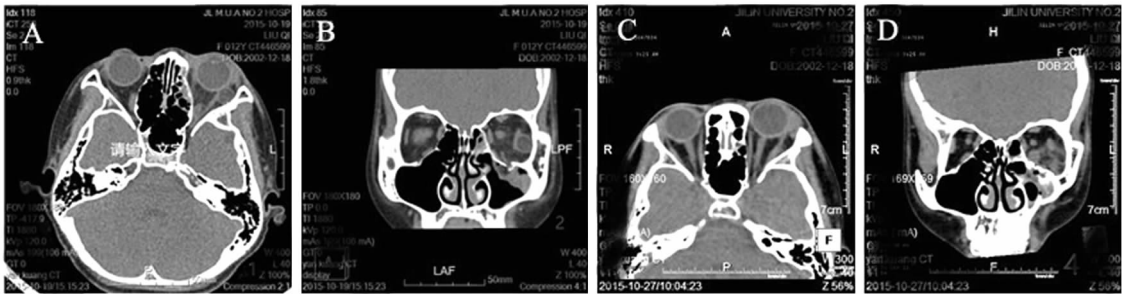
1 例眶壁骨折合并眶内皮样囊肿患者 CT 图
